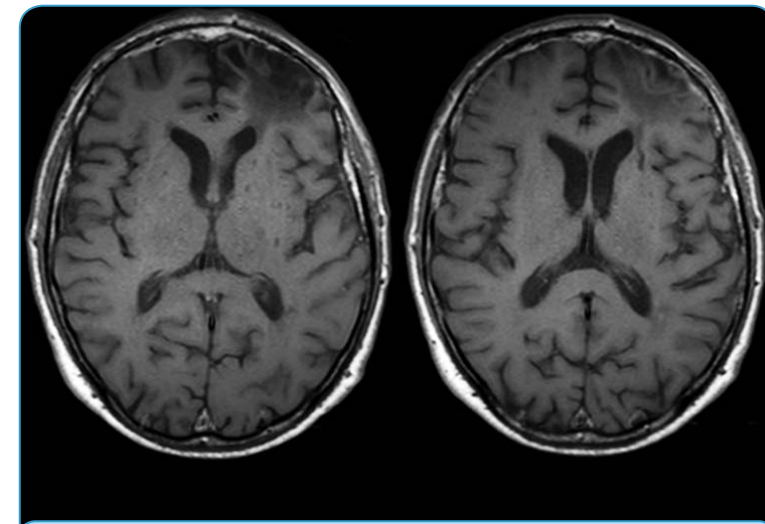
МРТ головного мозга, T1-ВИ (T1-взвешенное изображение). Ишемический инсульт в бассейне левой ПМА
